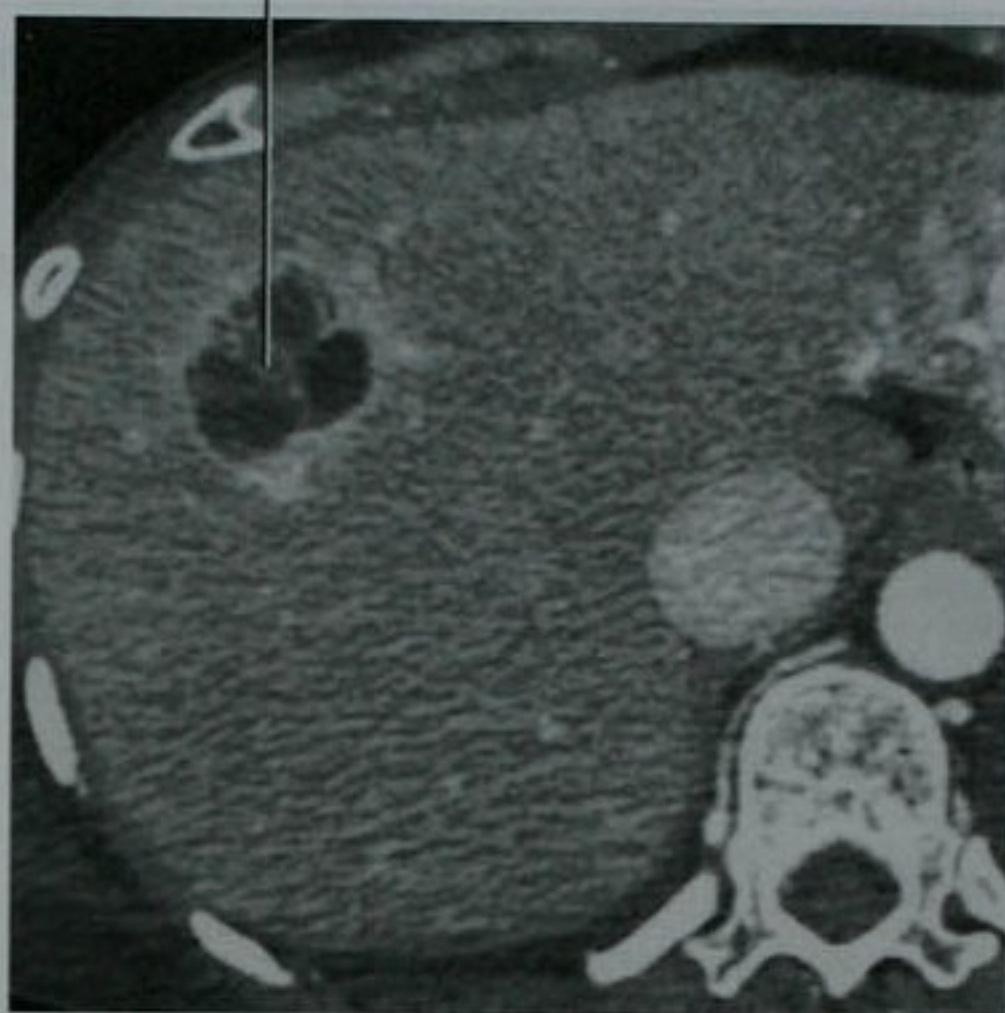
肉瘤转移患者的肝脏增强轴位 CT 图像
